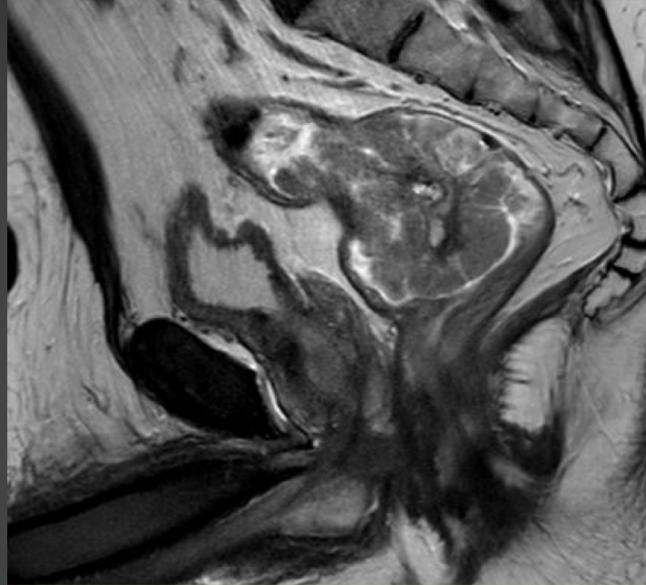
Resonancia Magnética de pelvis de alta resolución; corte sagital; secuencia T2. Se observa lesión neoproliferativa endoluminal, heterogénea, de aspecto multinodular, ubicada a nivel de recto superior con extensión a colon sigmoideo.
